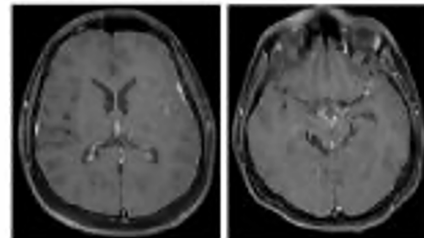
Kontrastlı beyin MRG'si, Aksiyel DAG görüntülerinde sol sylvian fissure ve sol supravermian sistemada nodüler hiperintens odaklar.
